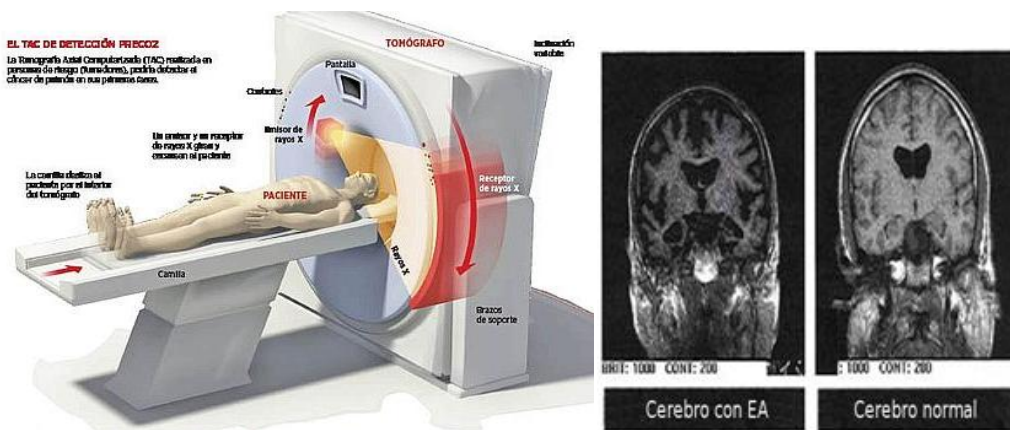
Imagen de RMN. A la izquierda individuo de edad avanzada sin patología y a la derecha paciente con enfermedad de Alzheimer
